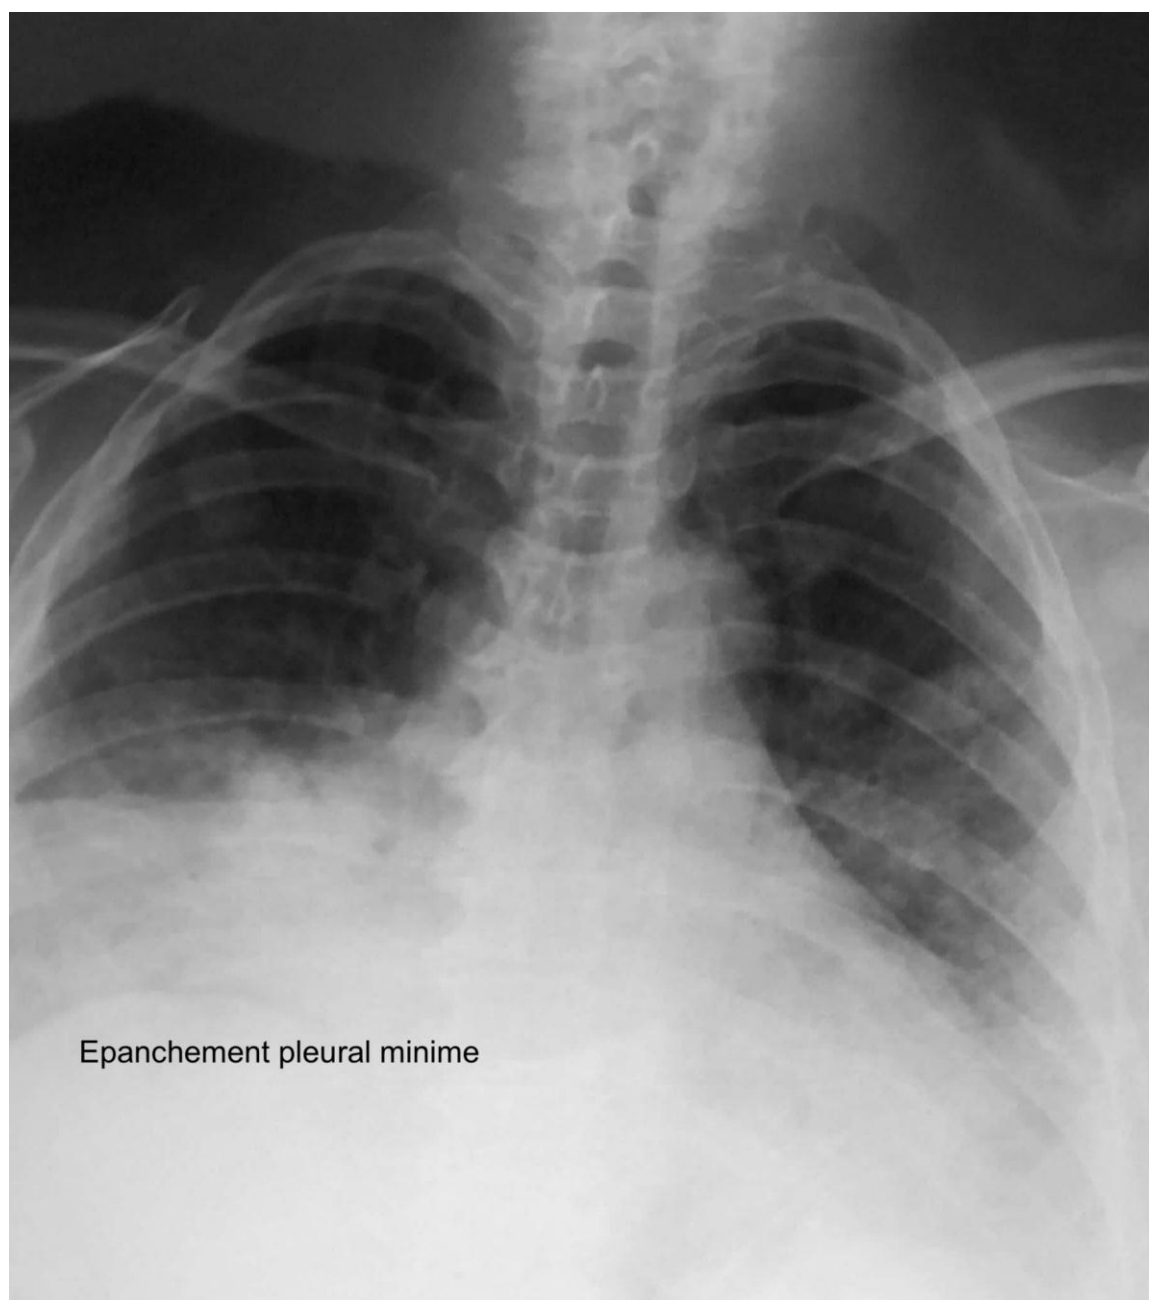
Image de radiographie standard du thorax réalisée au lit du malade montrant un épanchement pleural minime.
